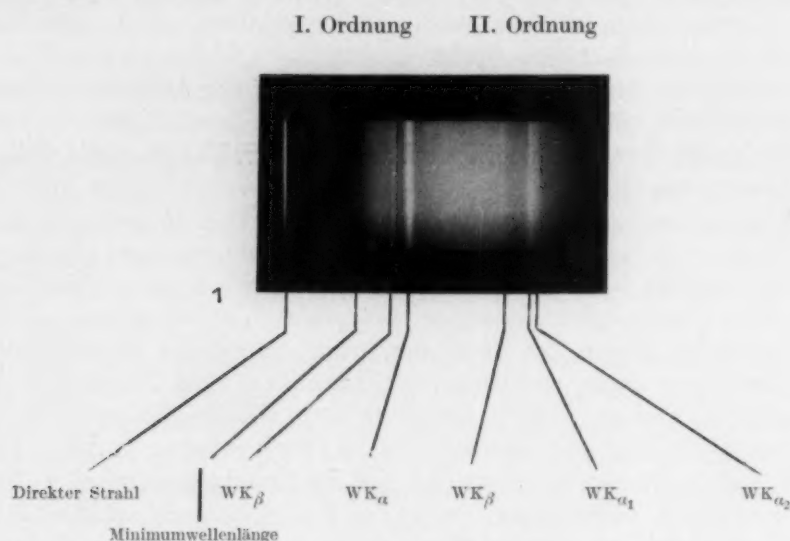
Röntgenspektrogramm einer Diagnostikröhre.
